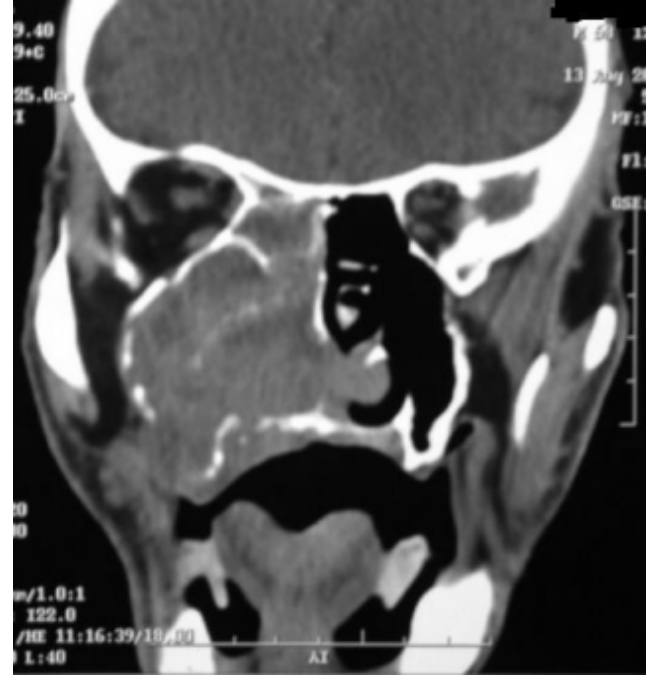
Aksiyel (a) and koronal (b) MRG kesitlerinde, kitlenin sağ burun boşluğunu, maksiler sinüsü ve ethmoidal hücreleri tümüyle doldurduğu, süperiorda orbita tabanına dek uzandığı görülmektedir.
